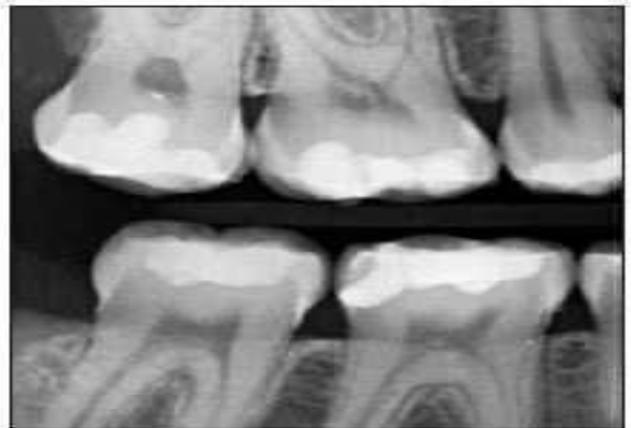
a) the laser's sapphire tip is angled, allowing it to tunnel under the distal marginal ridge b) A postoperative radiograph of the patient.
